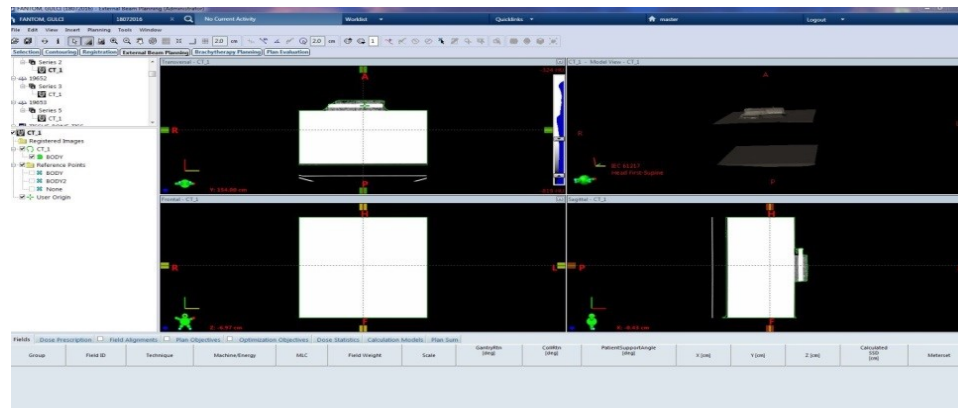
Kemik fantom, TPS'e yüklenen CT dataları
